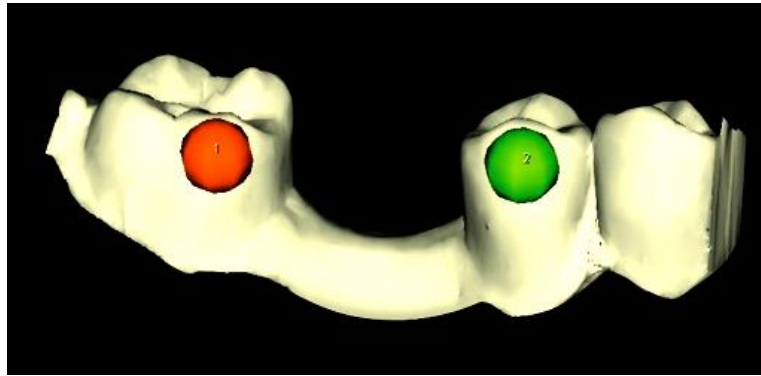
Привязка оптического и рентгеновского изображений
